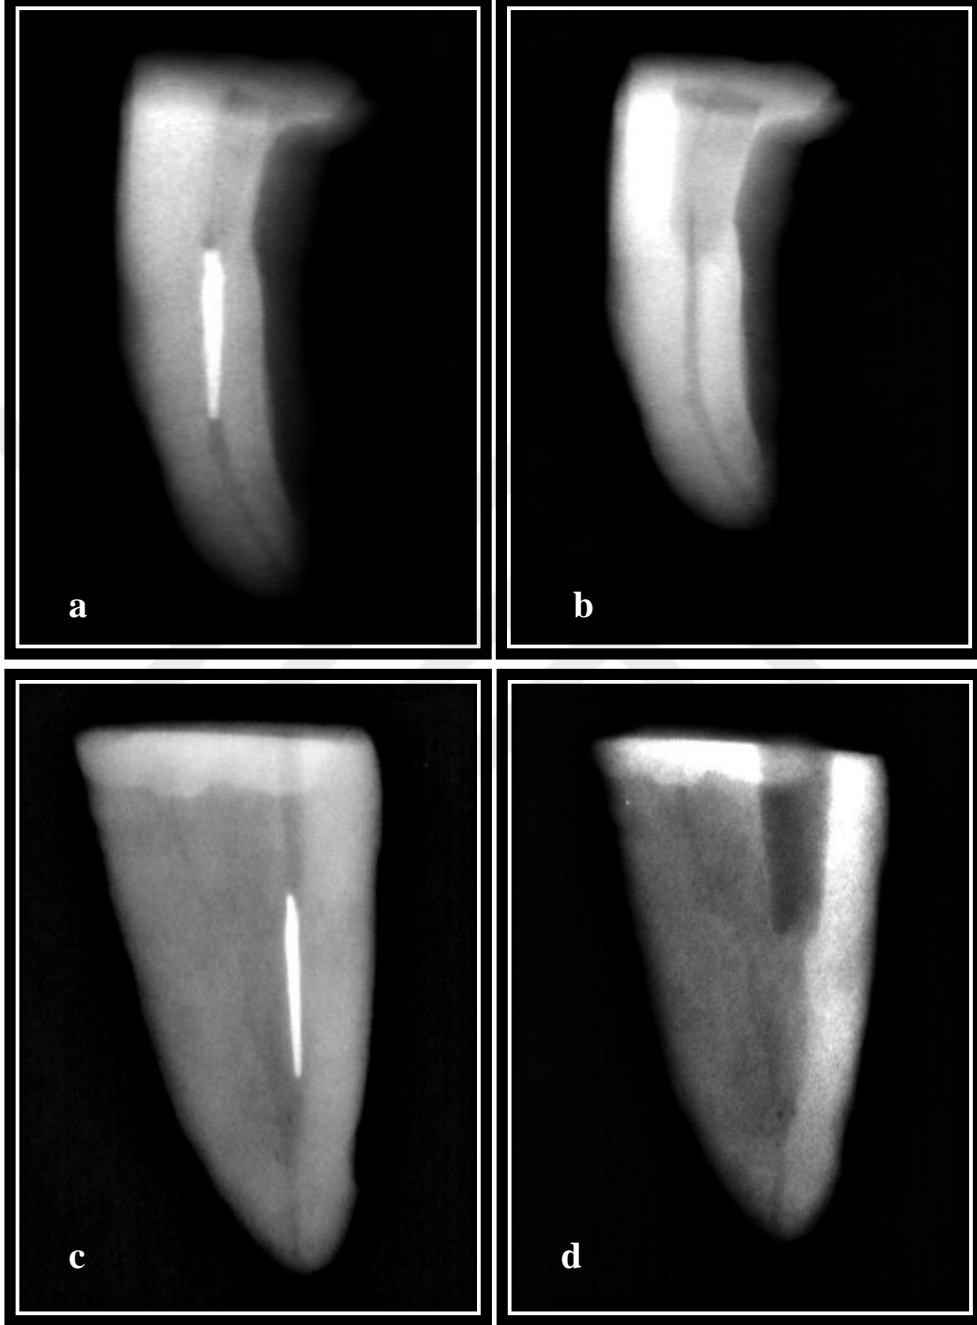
(a ve c) Orta üçlüde kırık alet, (b ve d) Kırık aletin ultrasonik ile çıkarıldıktan sonraki görüntüsü
